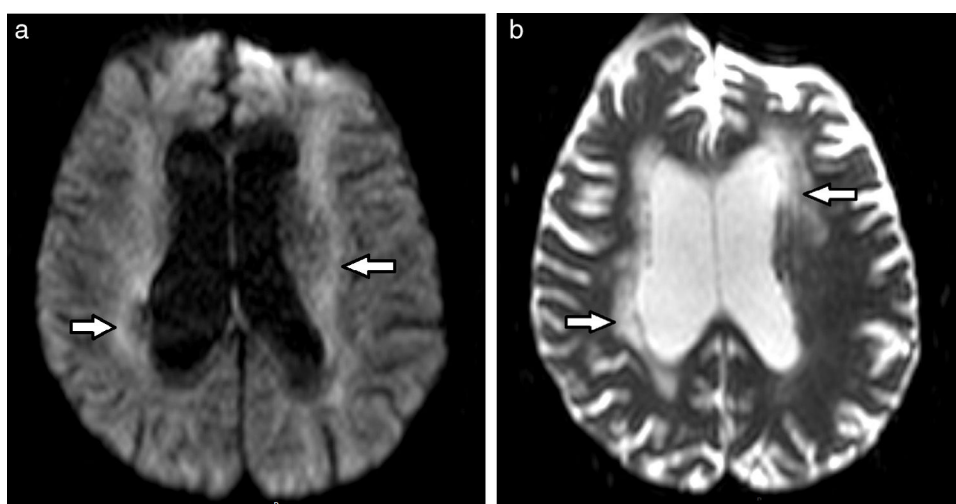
Resonancia magnética de cerebro, (a) en DWI y (b) mapa de ADC, muestra restricción al movimiento de moléculas de agua por leucoaraiosis (flechas).
